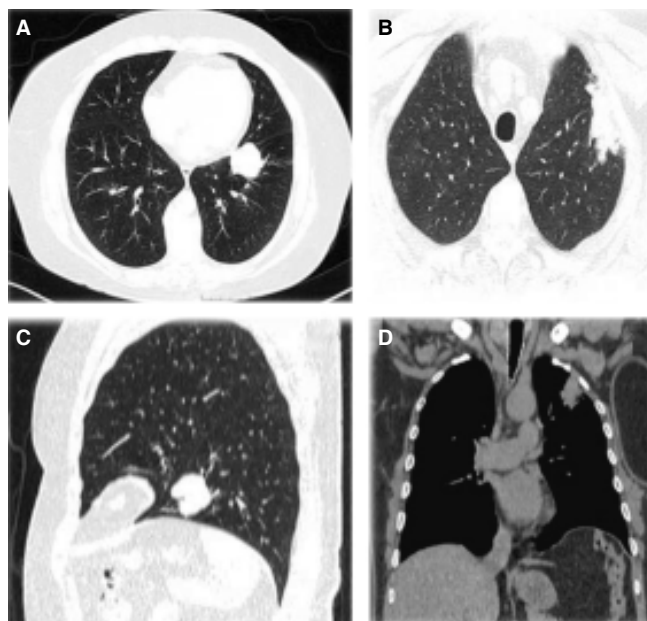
Caso 1 (A y C). Tomografía computarizada corte axial y sagital con nódulo pulmonar único a nivel del segmento antero-medial del lóbulo inferior de pulmón izquierdo. Caso 2 (B y D). Lesión pulmonar única en lóbulo superior izquierdo en corte axilar y coronal, respectivamente.
